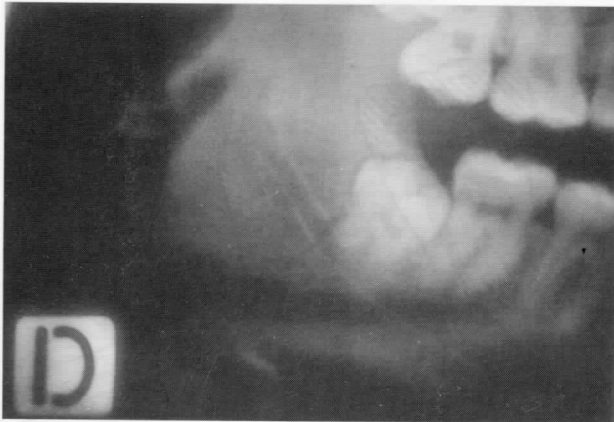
Ortopantomografía en la que se aprecia la proximidad de los ápices del tercer molar al nervio dentario inferior.
